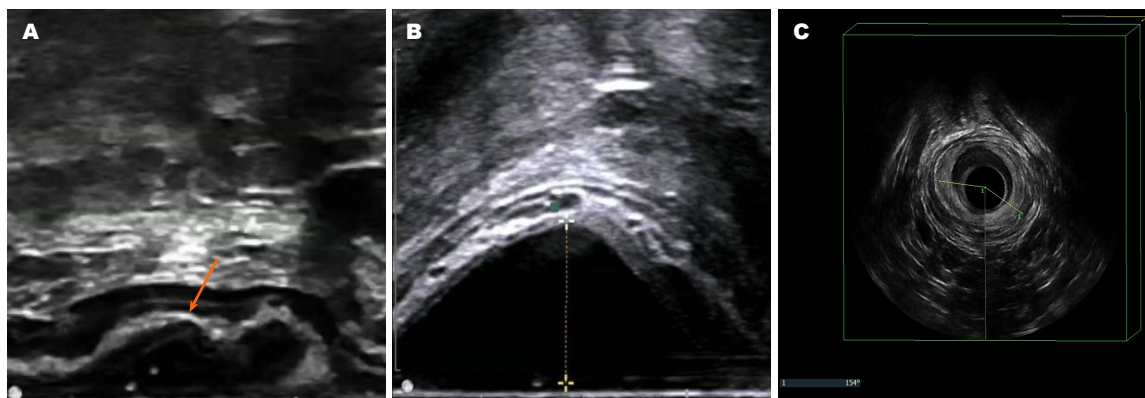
超声排粪造影图像. A: 直肠黏膜内套叠, 箭头所指为肠粘膜; B: 直肠前突; C: 内括约肌缺损.
